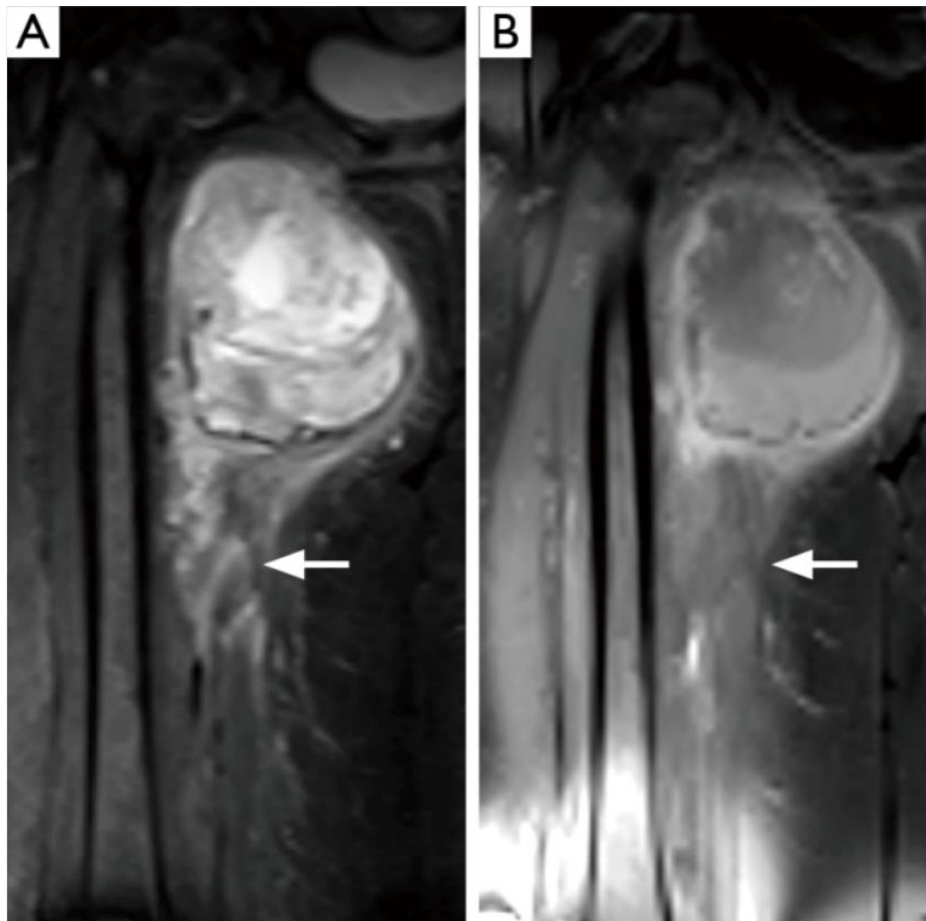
IRM d'un sarcome pléomorphe indifférencié : Les images coronales STIR (A) et T1FS après injection de produit de contraste (B).(6)
